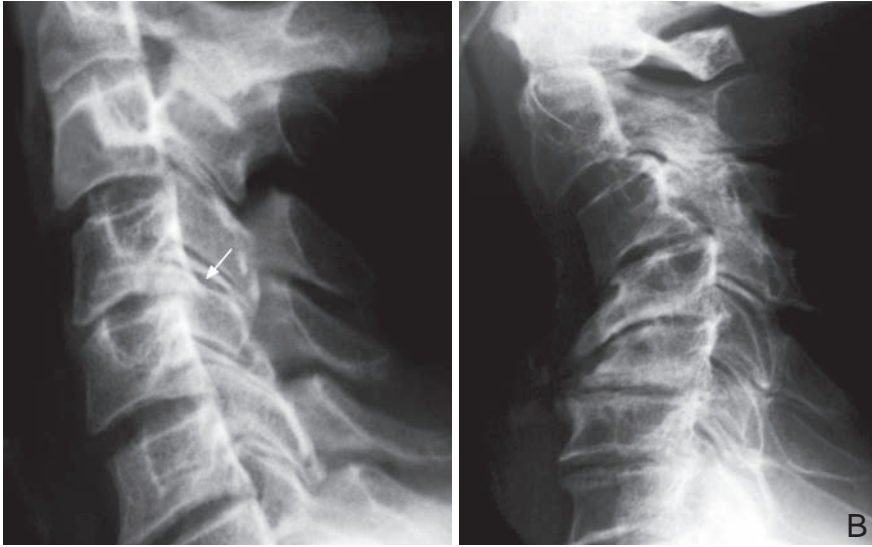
Radiographies du rachis cervical de profil présentant une discarthrose C4-C5 et C5-C6 (A) et une arthrose interapophysaire C4-C5, C5-C6 et C6-C7 (B).
